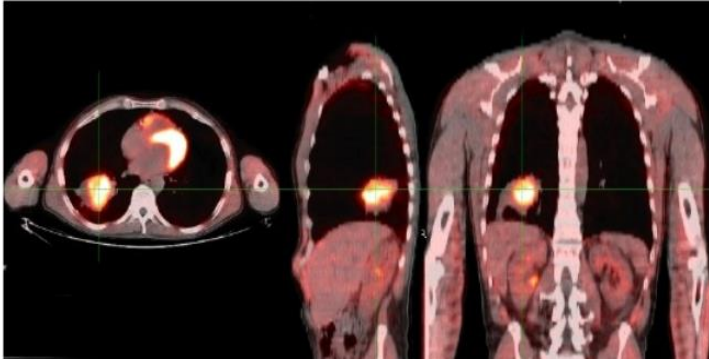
Cáncer de pulmón en las tres proyecciones: PET Con 18F-FDG. imagen por gentileza del Prof. A. Ruibal.
